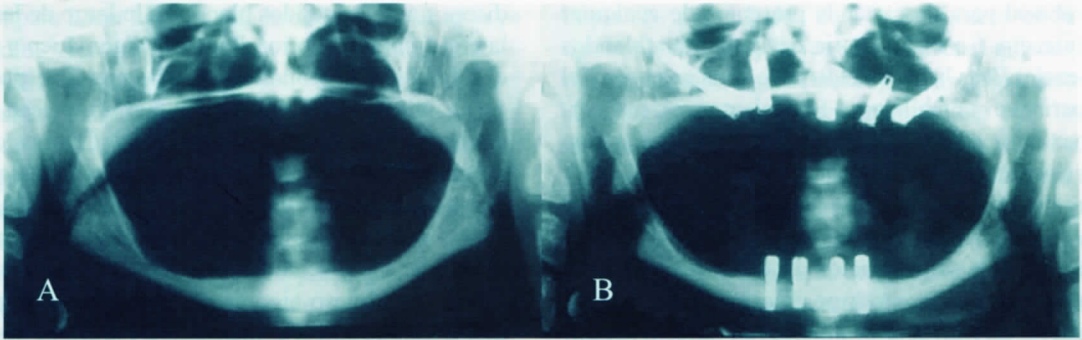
A) Ortopantomografía preoperatoria de un paciente con maxilar atrófico. B) Ortopantomografía postquirúrgica de la rehabilitación con dos implantes cigomáticos y tres implantes estándar en la zona anterior del maxilar.
